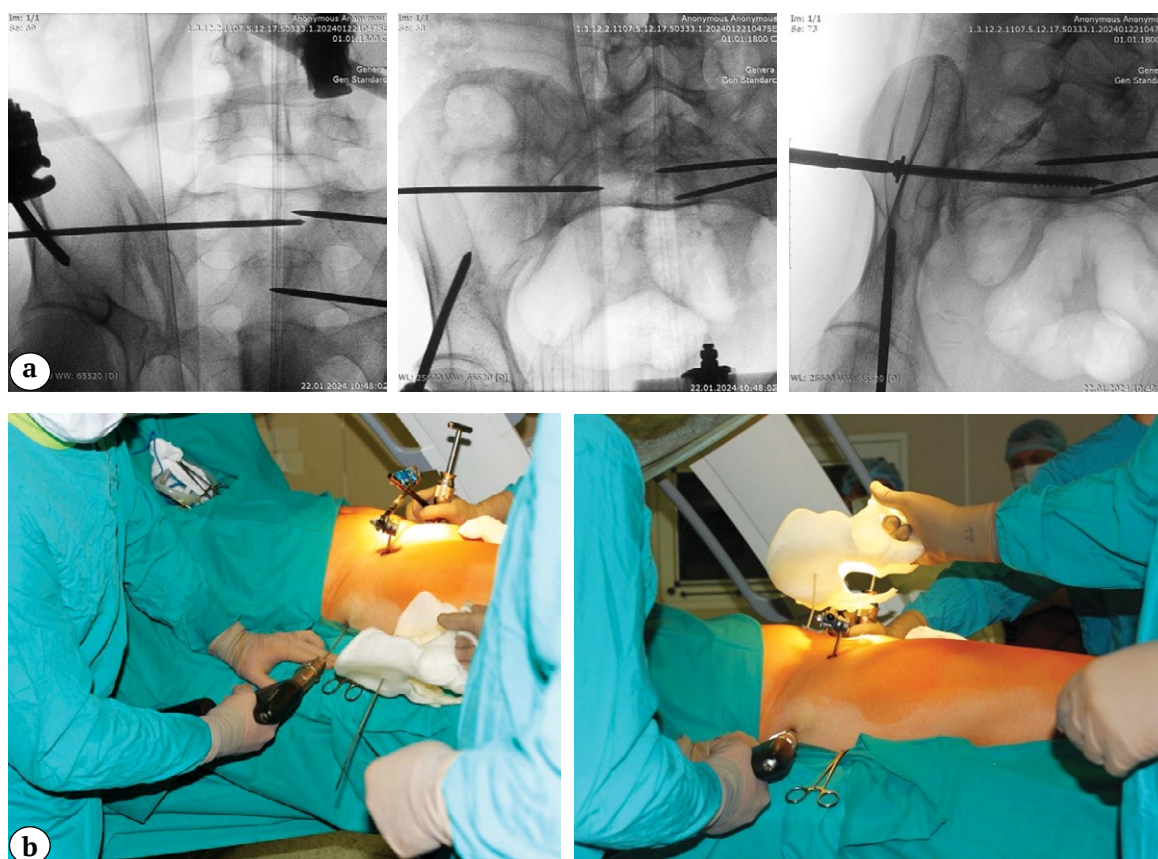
Intraoperative navigation: a — X-ray control; b — using a 3D model during surgery
